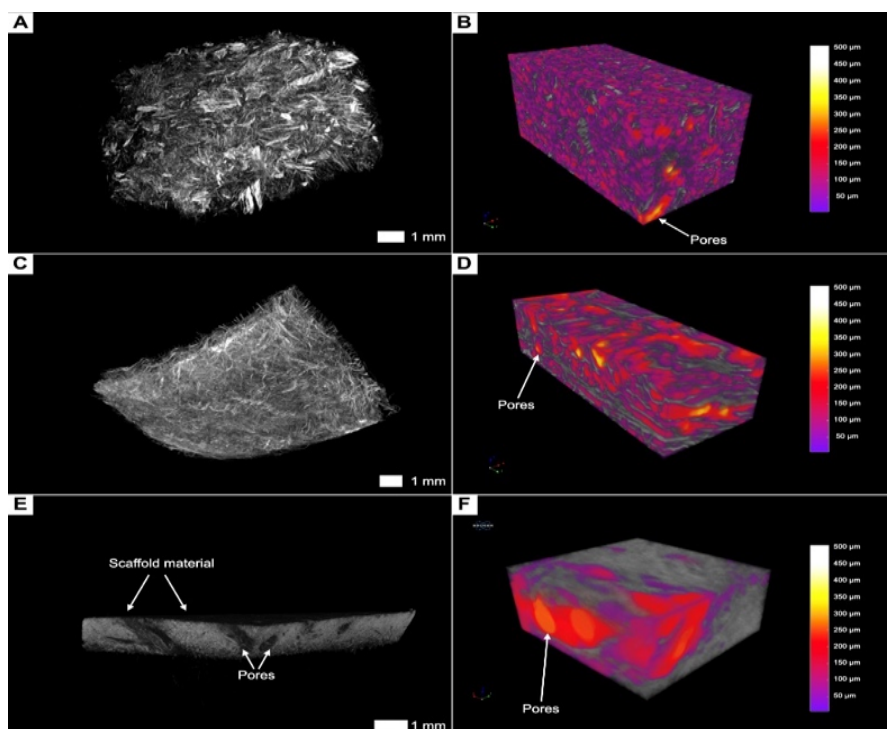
Пористость материалов на микротомографии. А – Fibro-Gide; В – FibroMATRIX; С – Mucoderm
